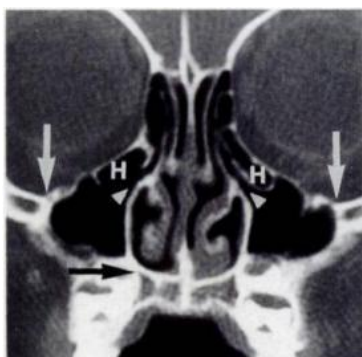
TC mostra células de Haller bilaterais súpero-externas ao infundibulum etmoidal¹³
